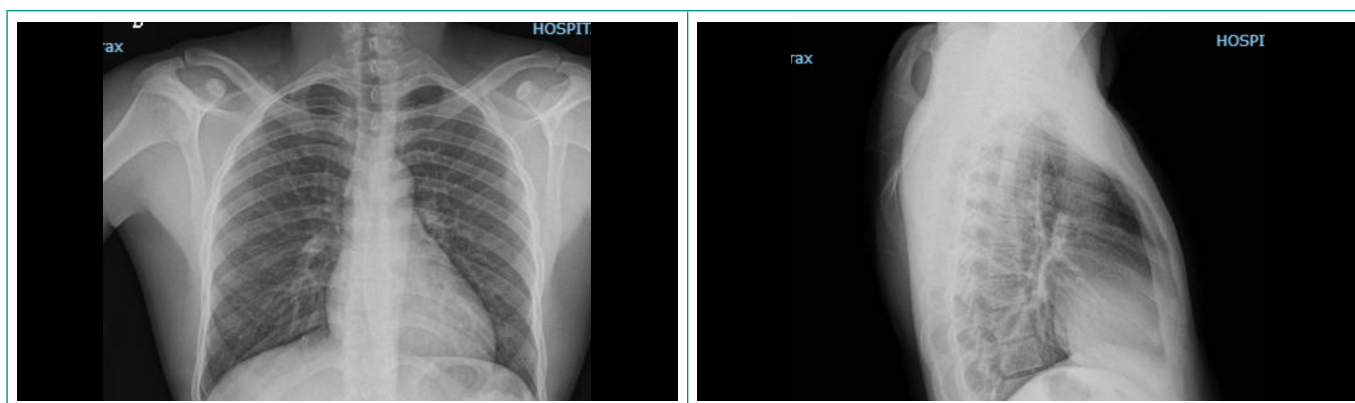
Radiografía de tórax con resolución radiológica tras 4 semanas de tratamiento con amoxicilina.
